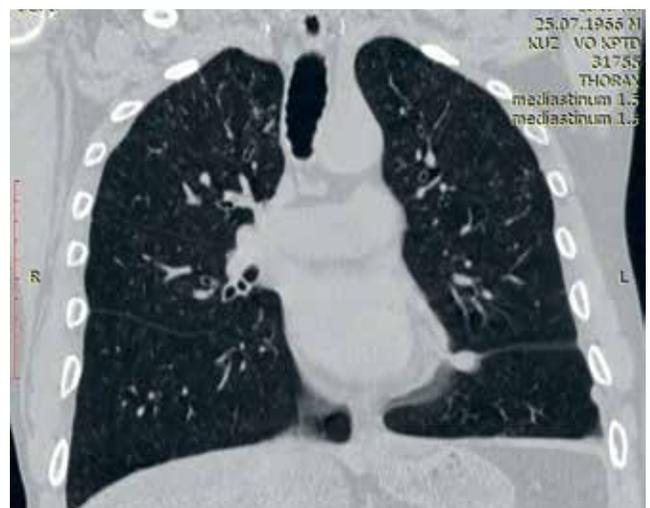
КТ ОГК от 25.07.2019 г. реконструкция, фронтальная проекция. Описание в тексте
